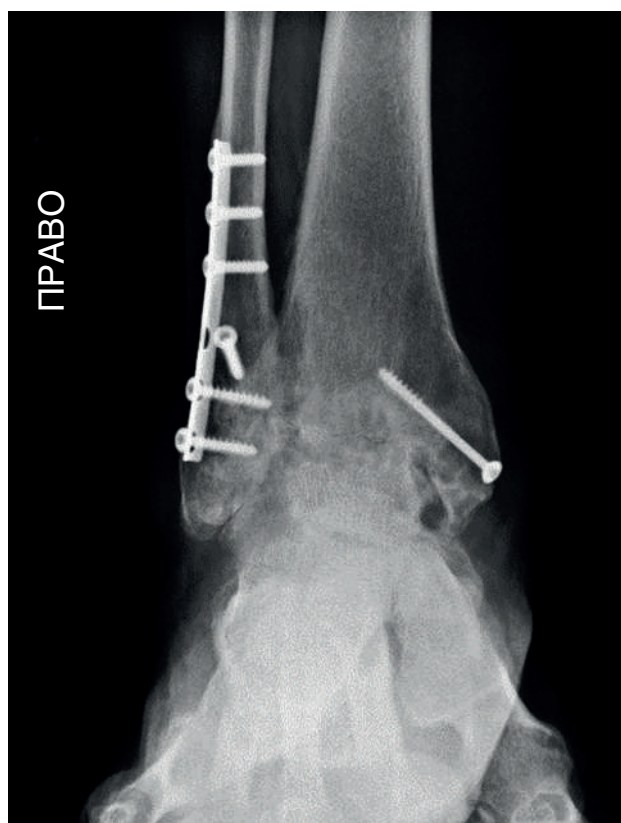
Клинический пример, предоперационная рентгенограмма голеностопного сустава в переднезадней проекции
